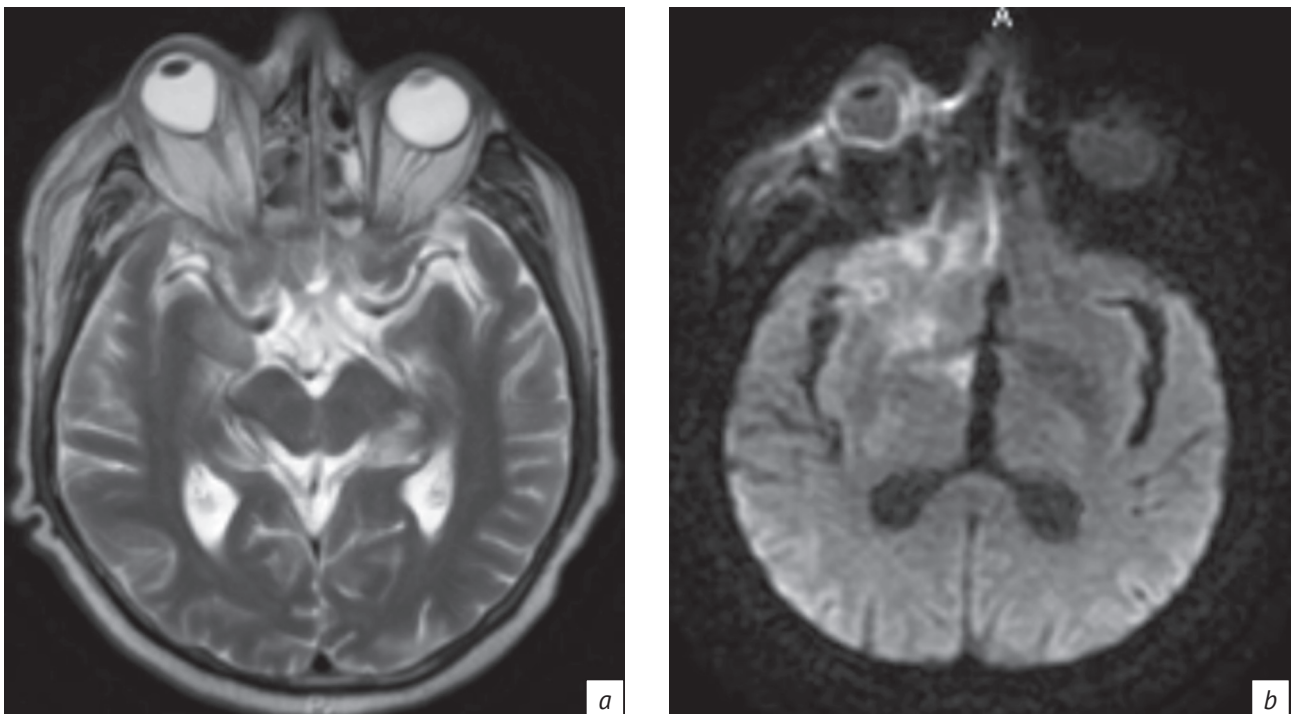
МРТ-изображение в режиме T2-ВИ в аксиальной плоскости (a): правосторонний экзофтальм, конусовидная деформация задних отделов правого глазного яблока. МРТ-изображение в режиме ДВИ в аксиальной плоскости (b) того же пациента: утолщение и усиление МР-сигнала оболочек правого глазного яблока
